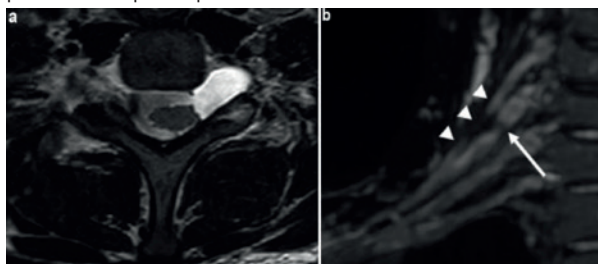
a : Myélo-IRM en coupe axiale : pseudo-méningocèle ; b : Séquence 3D STIR (reconstructions MIP coronales) : solution de continuité complète de la racine C5 droite (têtes de flèche) et rupture partielle de la racine C6 droite (flèche) avec névrome post-traumatique en amont de la zone de rupture [11].
